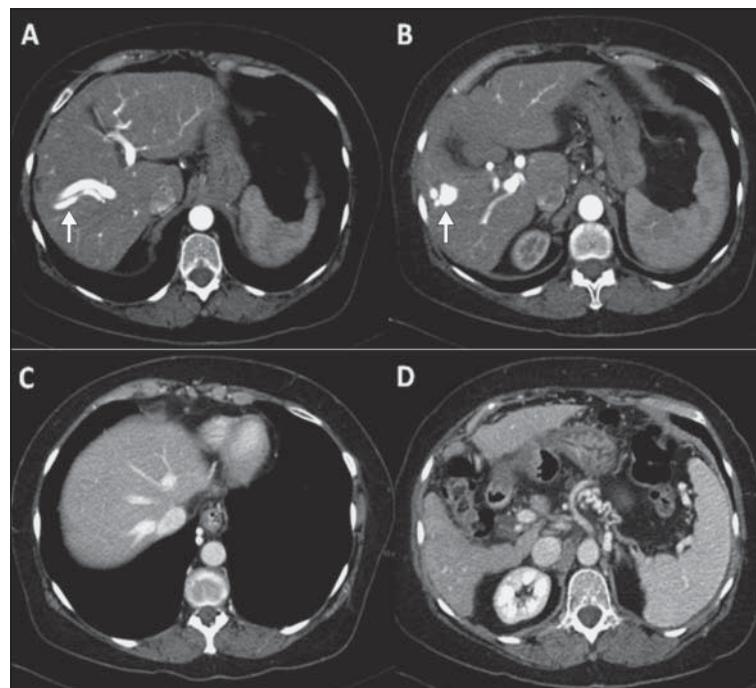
Tomografía computada: Fase arterial (A y B), se observa FAV destacada con flecha. En fase venosa (C y D) se aprecian várices gastro-esofágicas.
